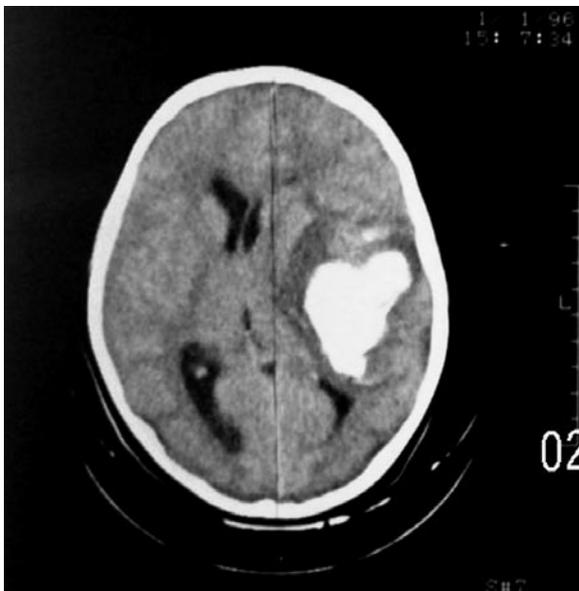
TAC simple de cráneo. Lesión hemorrágica lenticular izquierda importante, colapso del ventrículo izquierdo con desviación de la línea media.
